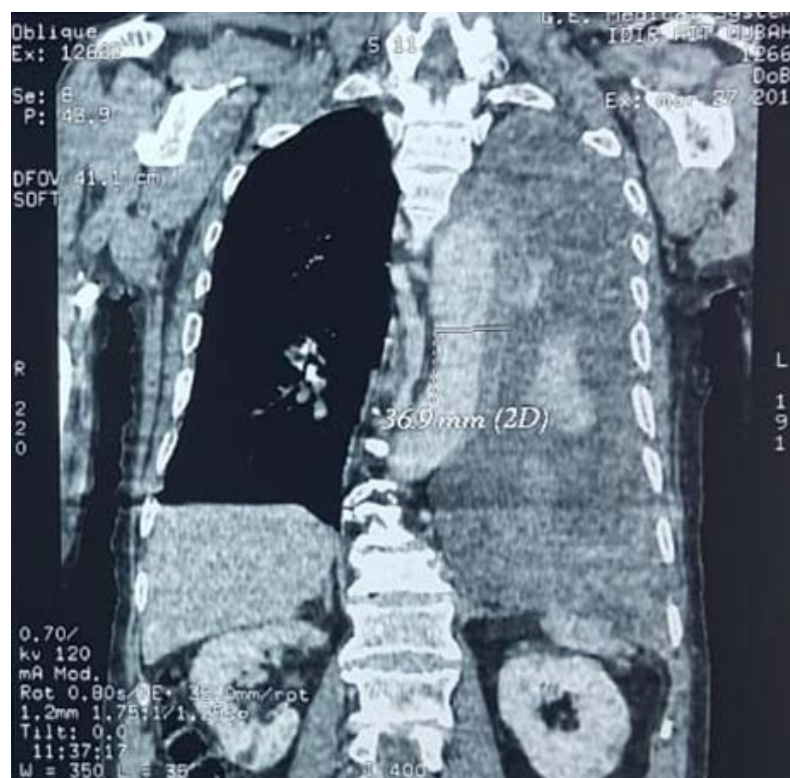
TDM en coupe frontale montrant l'hémithorax (image du Pr.M.Alaoui).
